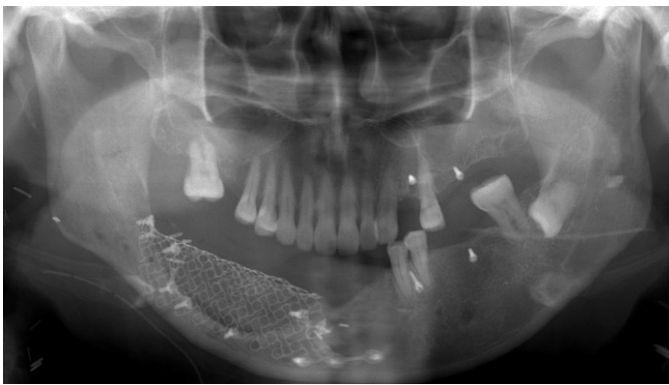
Panoramic radiograph of Iliac bone graft.
